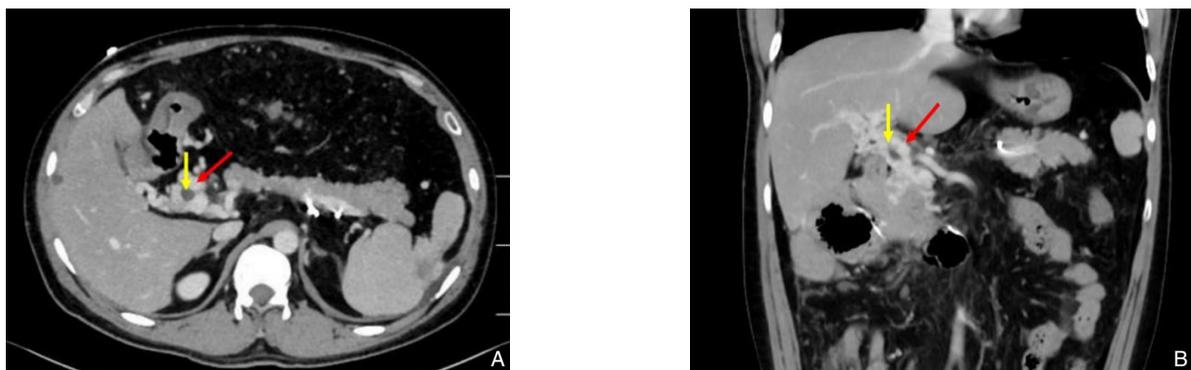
腹部增强CT图片 A: 腹部横断面平衡期,门静脉血栓形成(黄色箭头所指),门静脉周围可见大量侧支循环开放(红色箭头所指); B: 腹部矢状面平衡期,门静脉血栓形成(黄色箭头所指),门静脉周围可见大量侧支循环开放(红色箭头所指)
